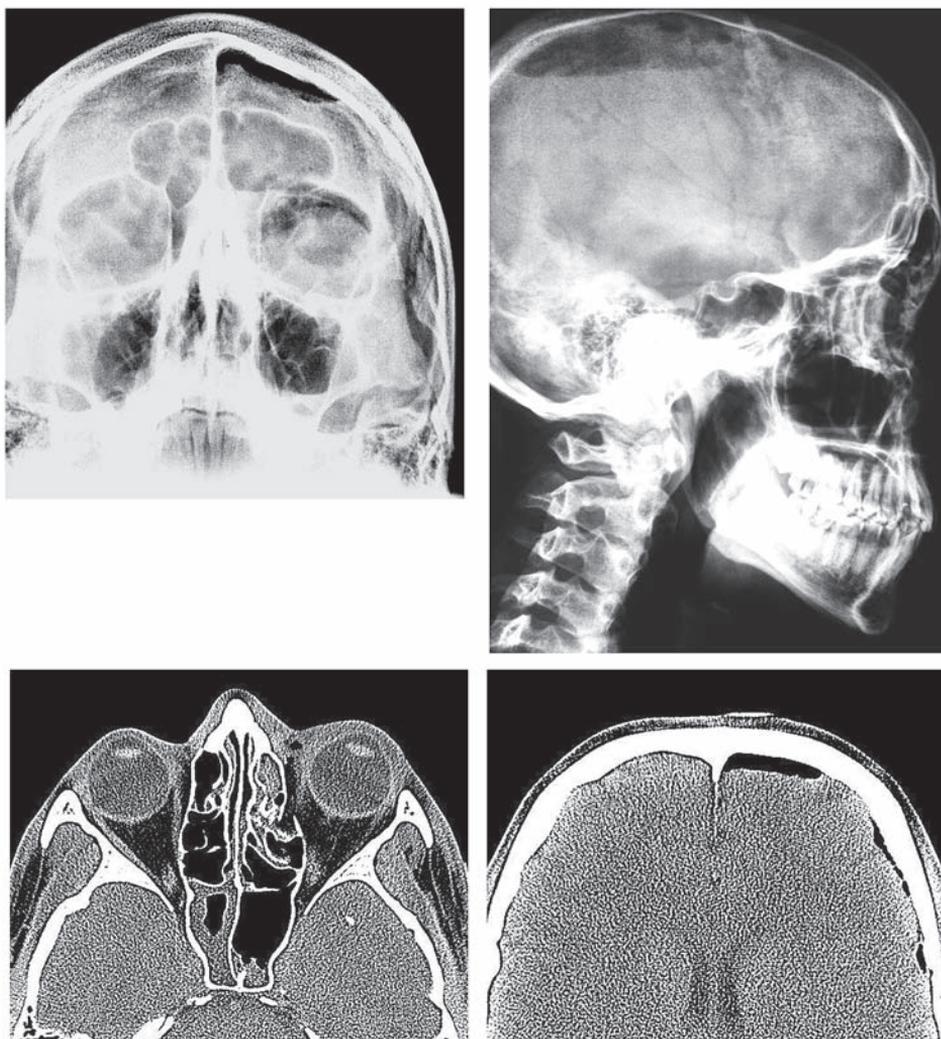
Рентгенограммы глазниц в двух проекциях. У пациента с резаной раной нижнего века левого глаза обнаружены эмфизема глазничной клетчатки, уровни жидкости в левых лобной и верхнечелюстной пазухах (гемосинус), снижение воздушности левой решетчатой пазухи, а также наличие газа в субарахноидальном пространстве левой гемисферы. При КТ исследовании выявлен перелом внутренней стенки левой глазницы, ячеек и lamina cribrosa решетчатой кости слева, пневмоцефалия.
